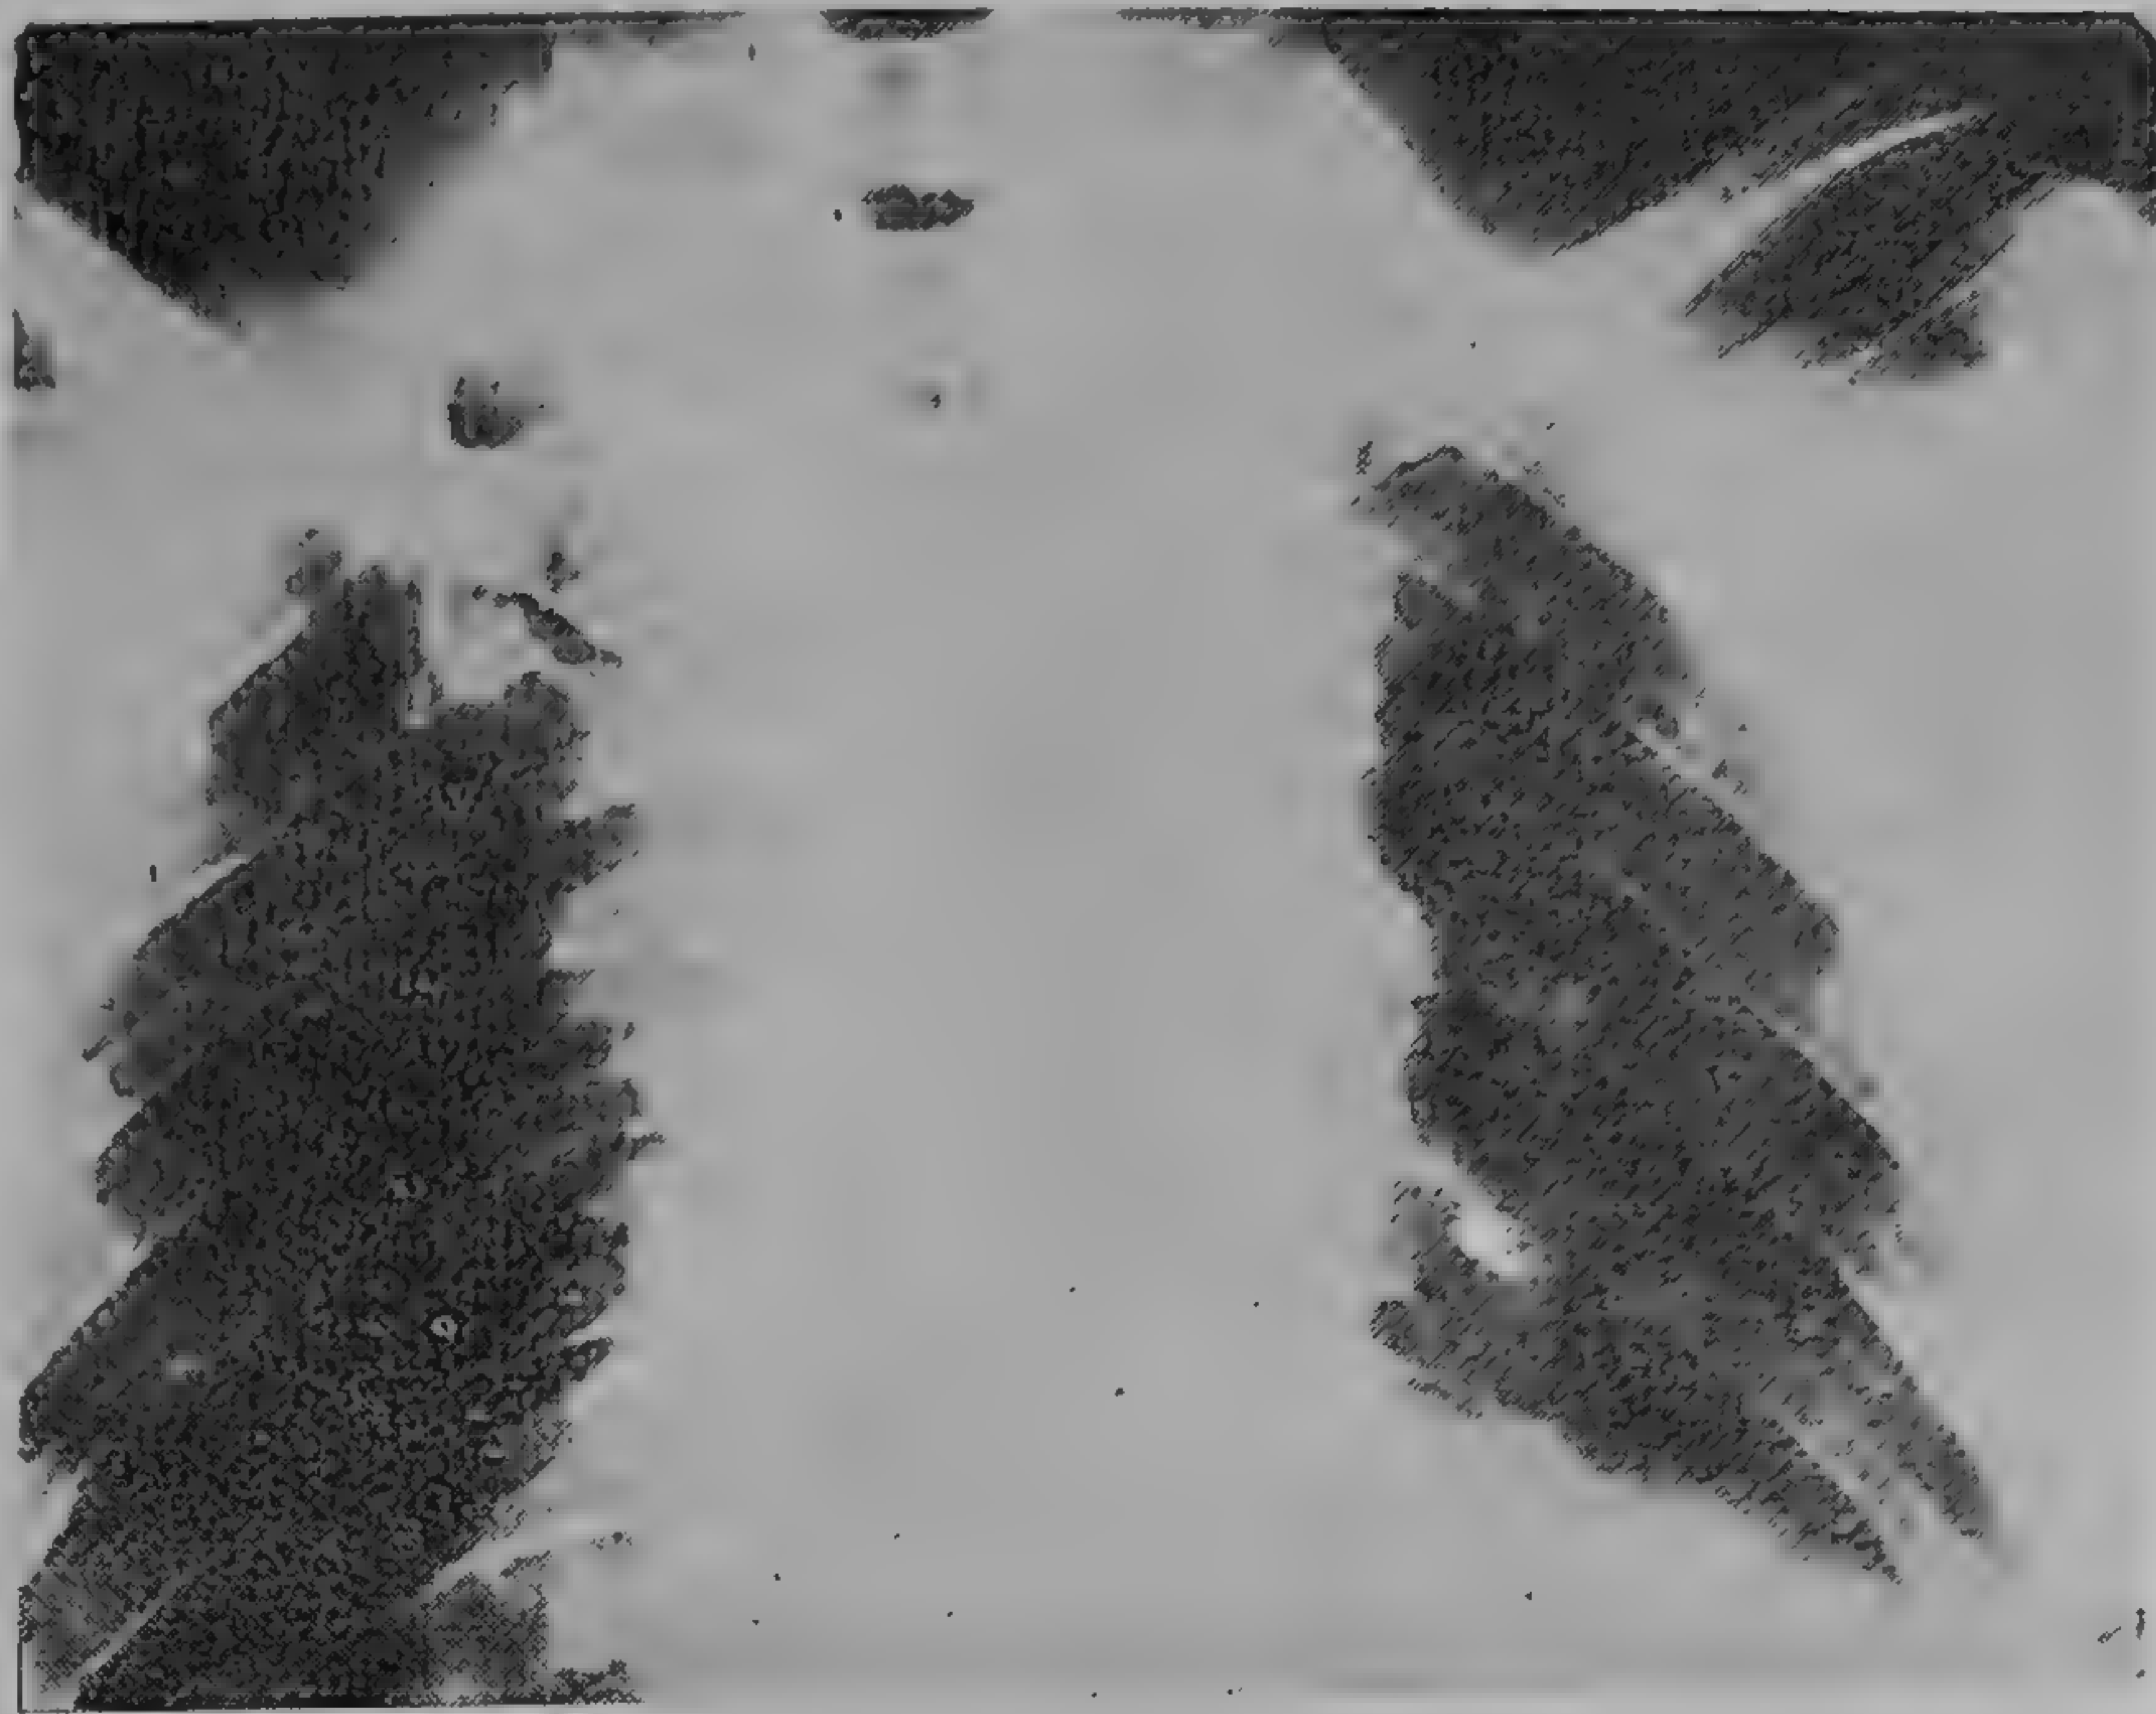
Aspectul radiologic al coastelor în cazul stenozei istmului aortei. Coastele au un aspect dințat pe marginea lor caudală (radiografie din colecția A.S.C.A.R.)
